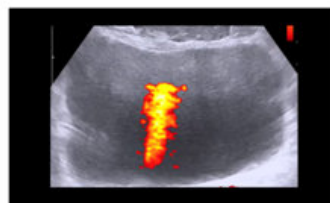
Right ureteral jet at power Doppler
